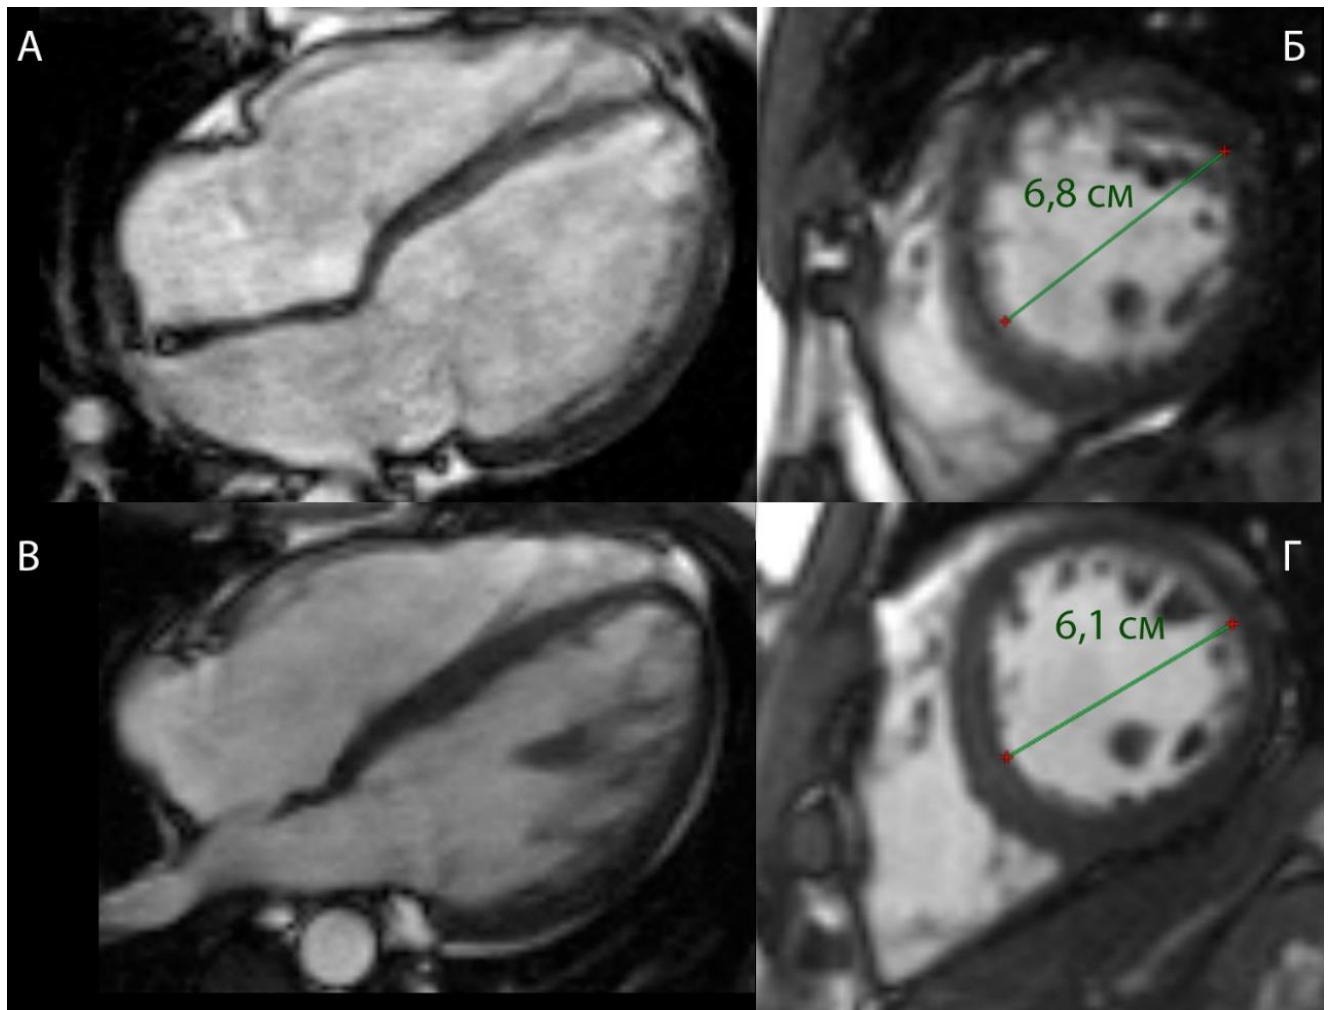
МРТ сердца, кино-МРТ (импульсная последовательность True FISP), диастола
